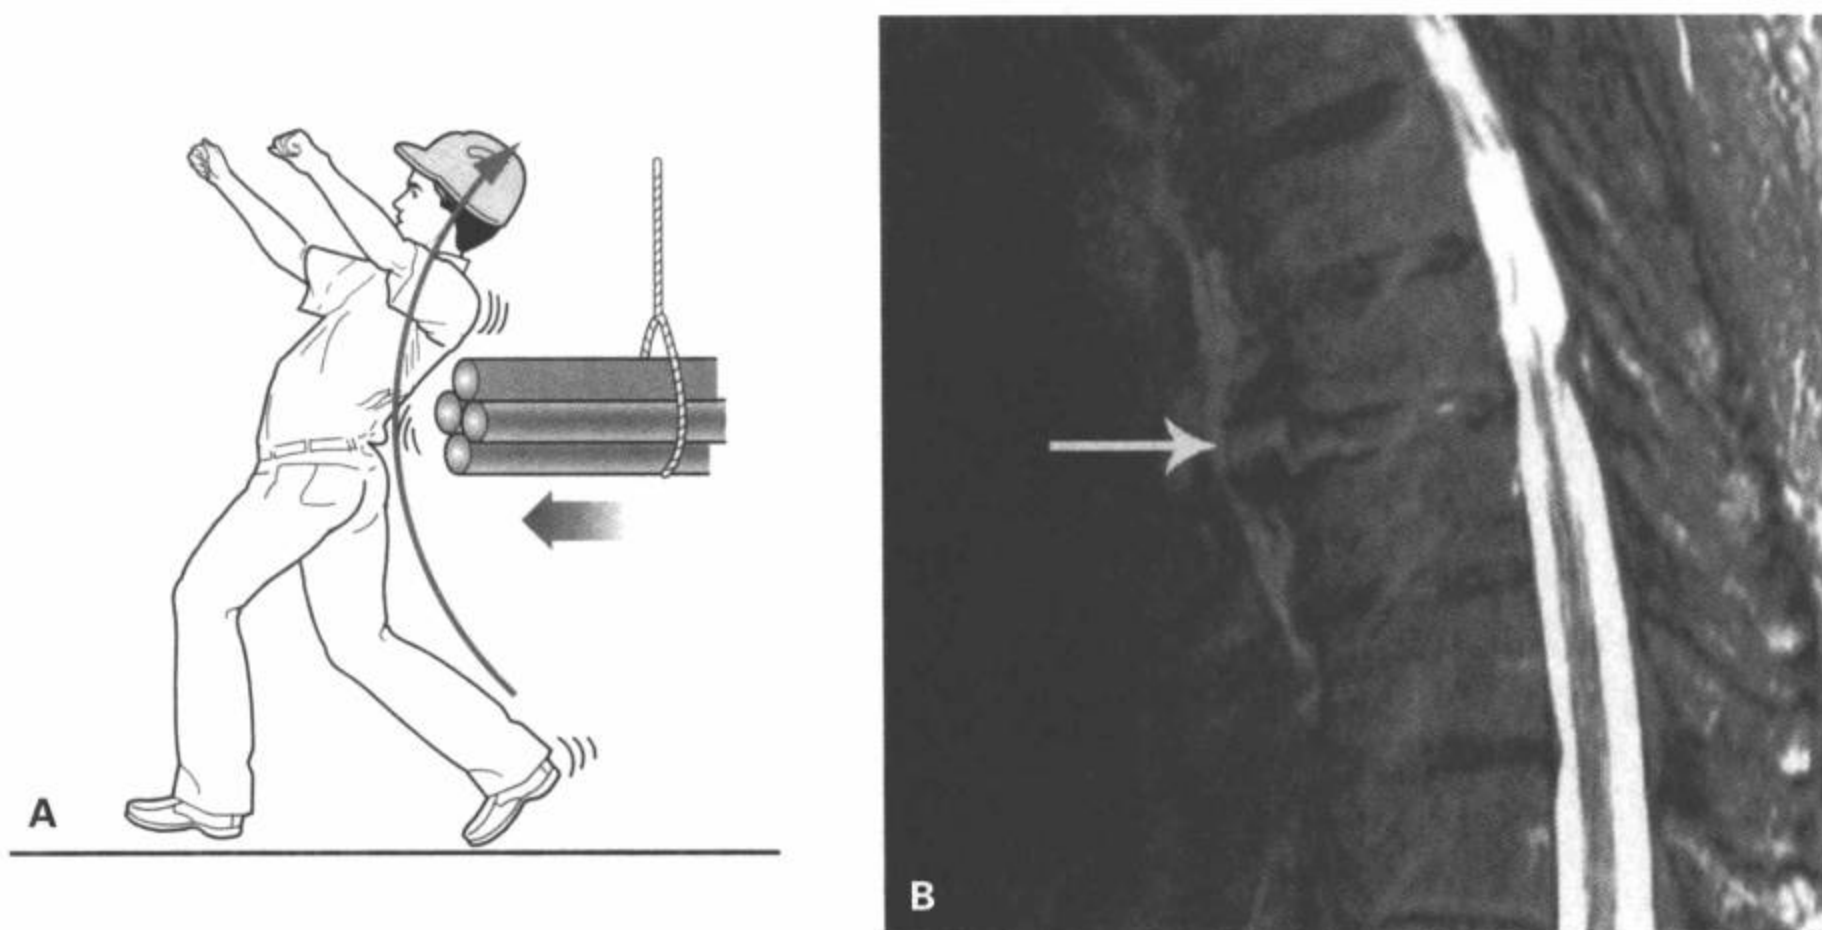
损伤的伸展机制。A: 这种机制典型地发生于背部撞击(经典的“伐木工人损伤”)或从高处坠落时面部或胸部着地而且脊柱伸展。平片常为阴性;偶尔可见椎间盘前部轻微增宽和局部脊椎前凸。然而,MRI T2WI(B)显示典型的前纵韧带断裂(箭)和椎旁软组织肿胀。椎间盘前部增宽提示过度的伸展力。
